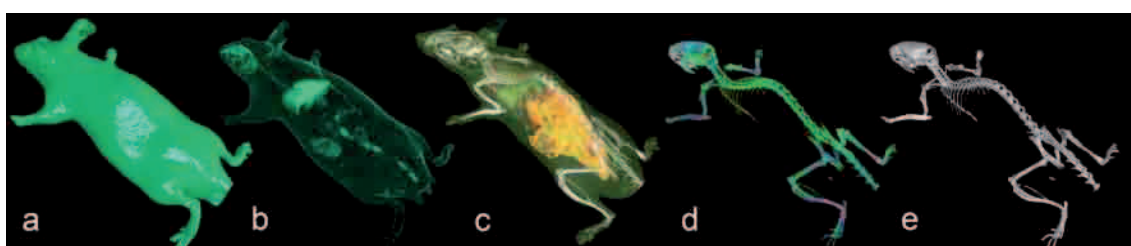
Vues 3D en "volume rendering" obtenues à partir des données d'une seule souris scannée en 1 sec dans un scanner médical (CT)
